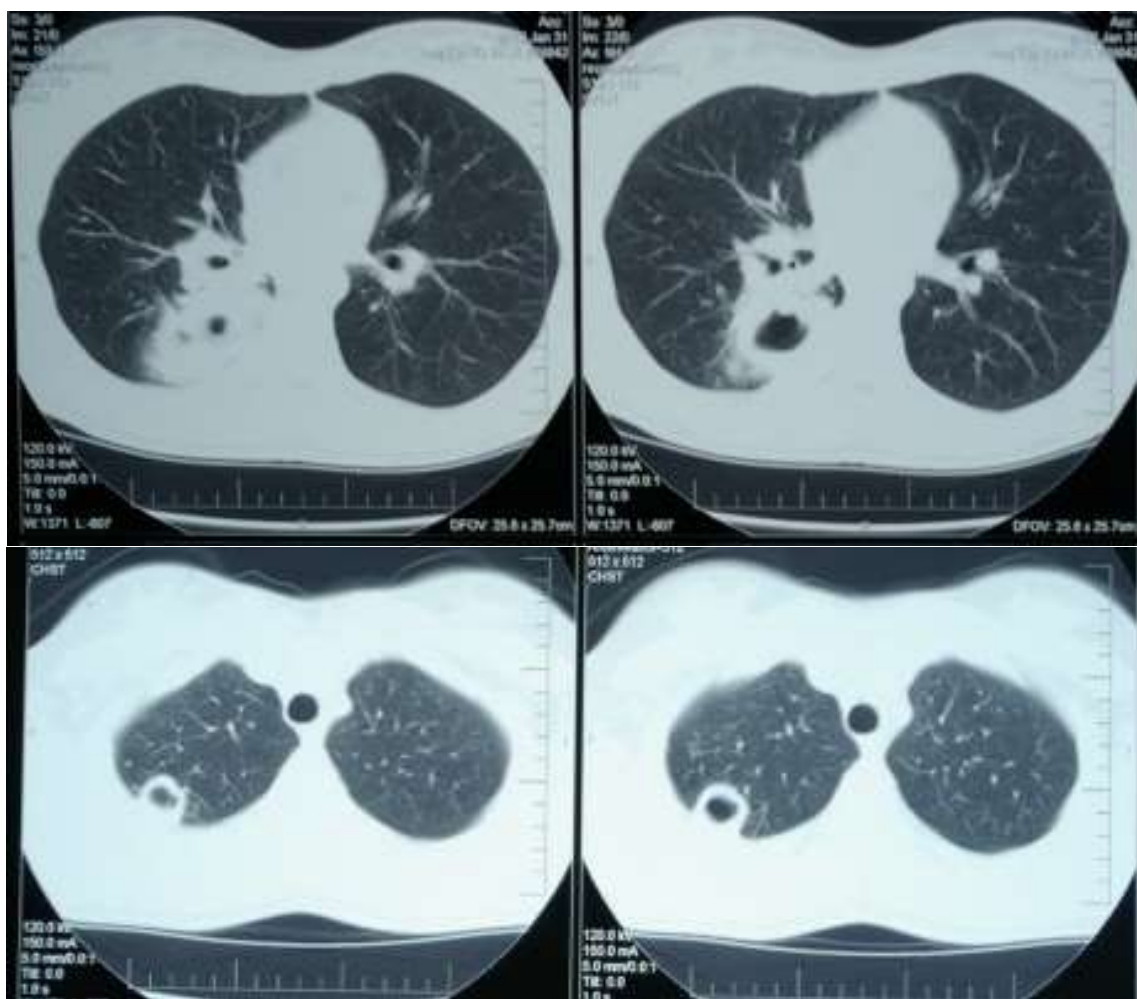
КТ ОГК больной В. при поступлении
